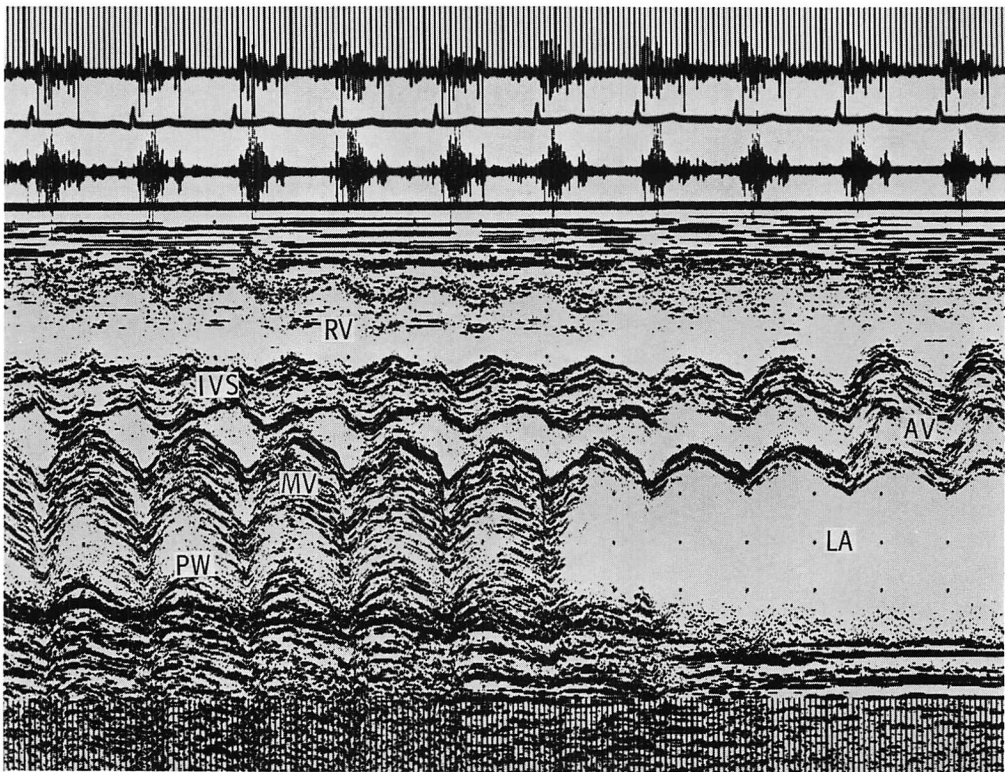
M-mode echocardiographic scanning from the mitral (MV) to aortic valves (AV). Multi-layered echoes are seen in the thickened MV and the posterobasal wall of the left ventricle. The ratio of left atrial to aortic dimensions is increased ($LA/AO=2.0$). RV=right ventricle; IVS=interventricular septum; PW=posterior wall of the left ventricle.
